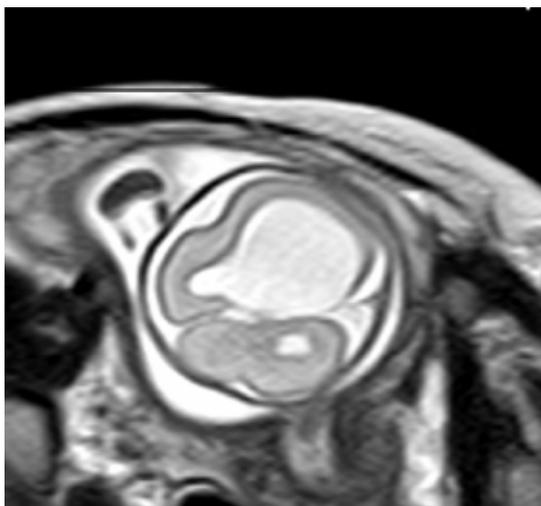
Corte axial en resonancia magnética fetal a las 25 semanas de gestación. Se observa marcada dilatación ventricular derecha.
